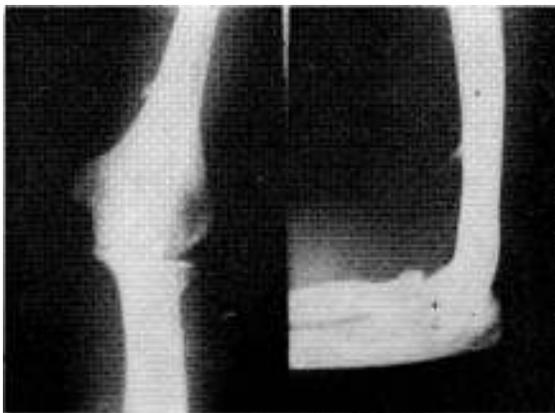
Radiografía de codo izquierdo (frente y perfil). Se aprecia la E.S., como se anota en el texto. No hay otras alteraciones esqueléticas.
